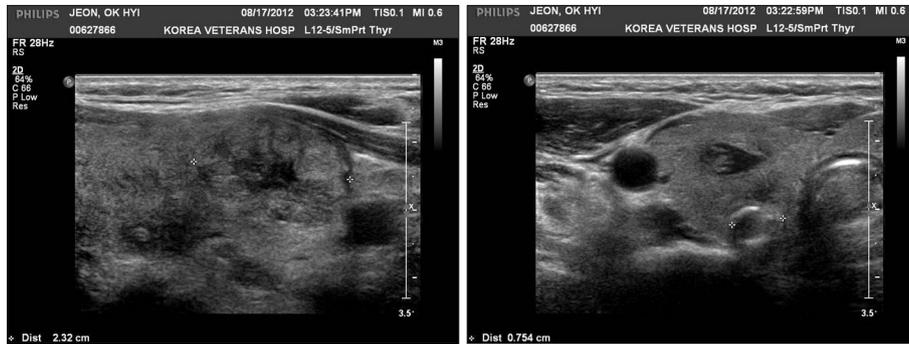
About 2.5 cm sized nodule and 0.8 cm sized calcified nodule were found on Ultrasonography.
